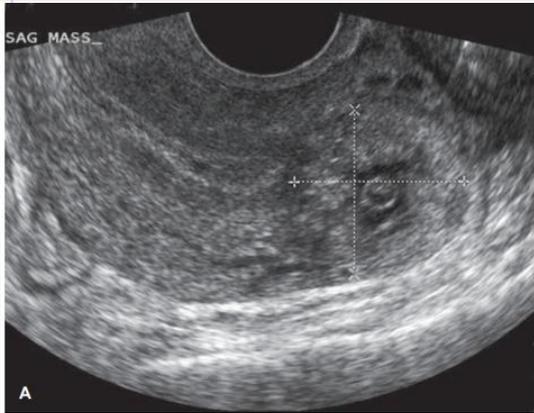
Embarazo ectópico intersticial. A. Esta visión parasagital usando la ecografía transvaginal muestra una cavidad uterina vacía y una masa que está cefálica y lateral al fondo uterino (calibradores). B. Fotografía intraoperatoria durante la laparotomía y antes de la resección cornual del mismo embarazo ectópico. En esta vista frontal, el embarazo ectópico intersticial abultado del lado derecho está lateral a la inserción del ligamento circular y medial a la porción ístmica de la trompa de Falopio. (Utilizado con permiso de los Drs. David Rogers y Elaine Duryea.)
